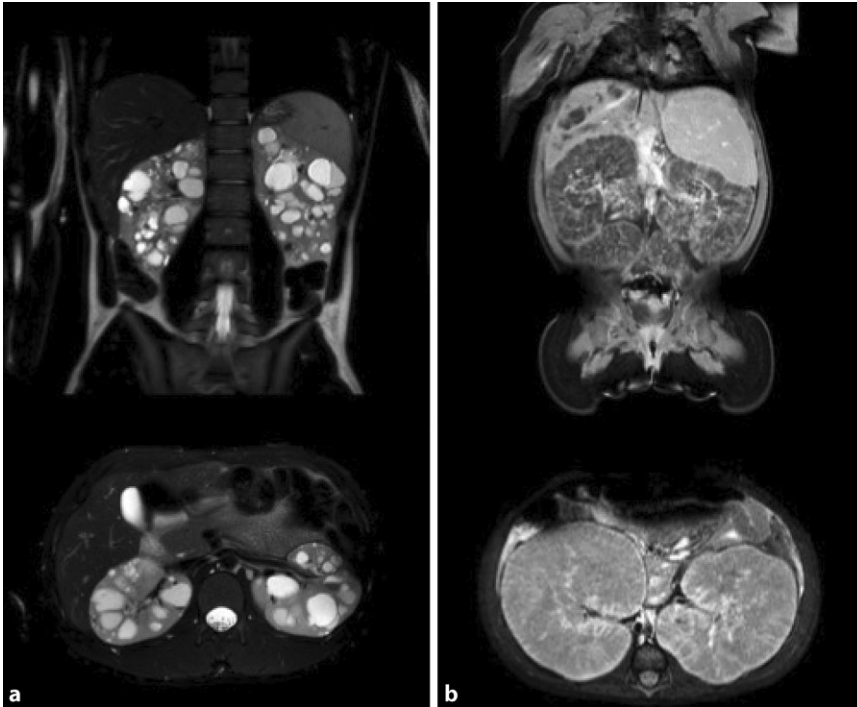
▲ Koronar- und Sagittalschnitt der Nieren im Magnetresonanztomogramm (MRT) eines jugendlichen Patienten mit ADPKD (a) und eines Kleinkinds mit ARPKD (b). Bei der ADPKD sind die Nieren deutlich vergrößert und mit multiplen flüssigkeitsgefüllten Makrozysten durchsetzt (a). Bei dem Kleinkind mit ARPKD imponieren die Nieren durch ubiquitäre Mikrozysten massiv vergrößert (b). (Mit freundlicher Genehmigung von F. Körber und T. Persigehl, Radiologie, Uniklinik Köln)
